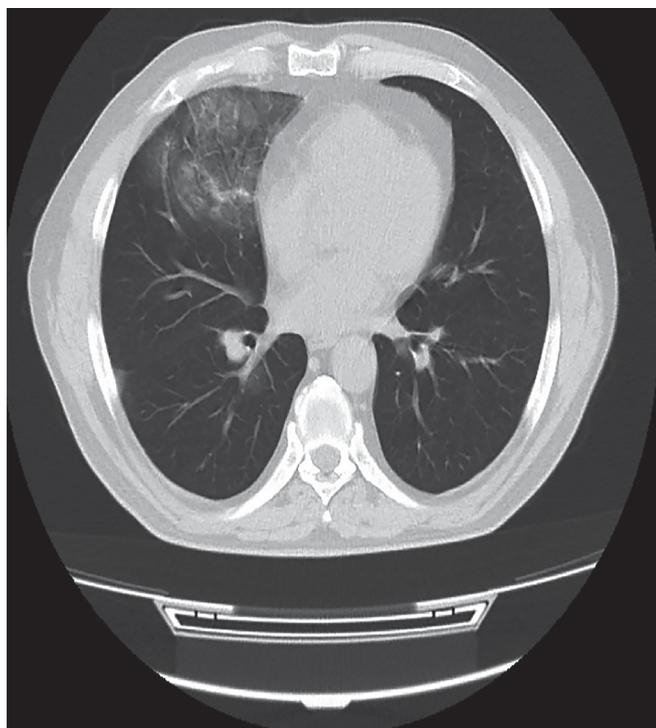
Computed tomography scan of the chest demonstrating bilateral ground-glass opacities
